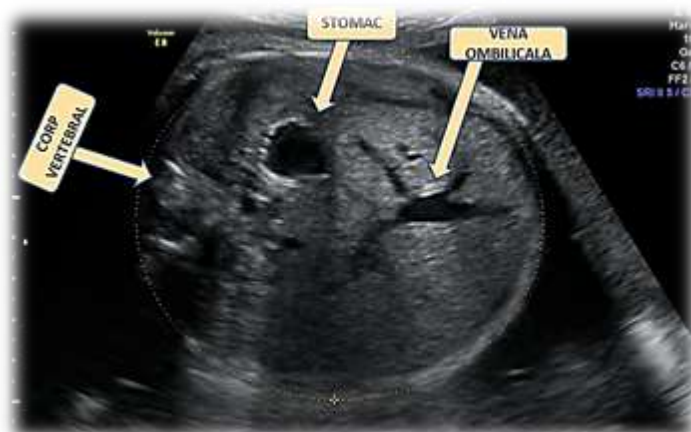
11. Măsurarea ecografică a circumferinței abdominale la un făt de 33 săptămâni și 3 zile (arhivă personală)
